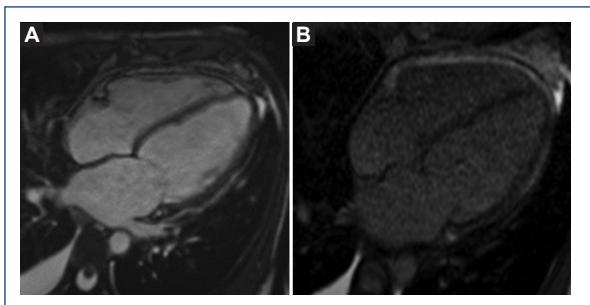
Imagen de resonancia magnética nuclear cardíaca. A: imagen de cine, que evidencia miocardiopatía dilatada con adelgazamiento de los espesores miocárdicos. B: ausencia de edema y realce tardío con gadolinio endovenoso en secuencia de inversión-recuperación.
